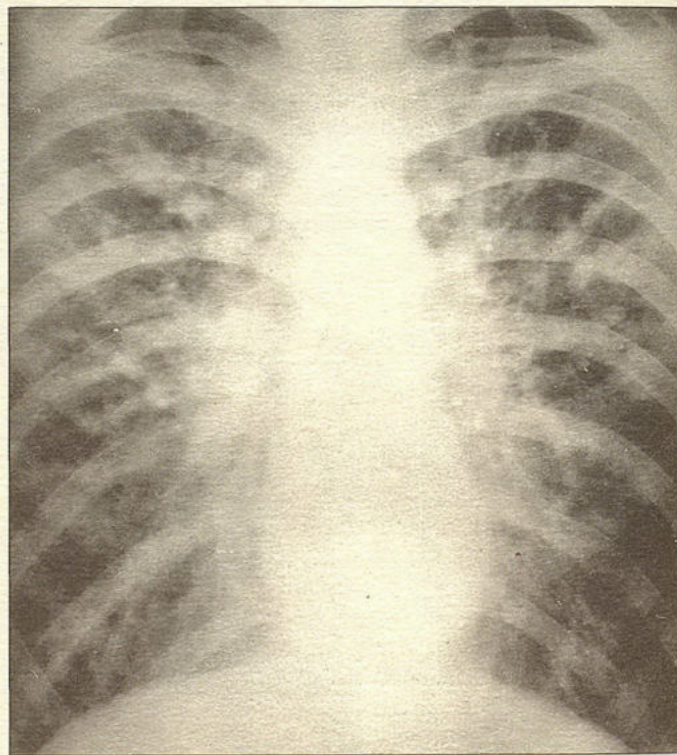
Прямая рентгенограмма того же больного, выполненная в 1993 г.
